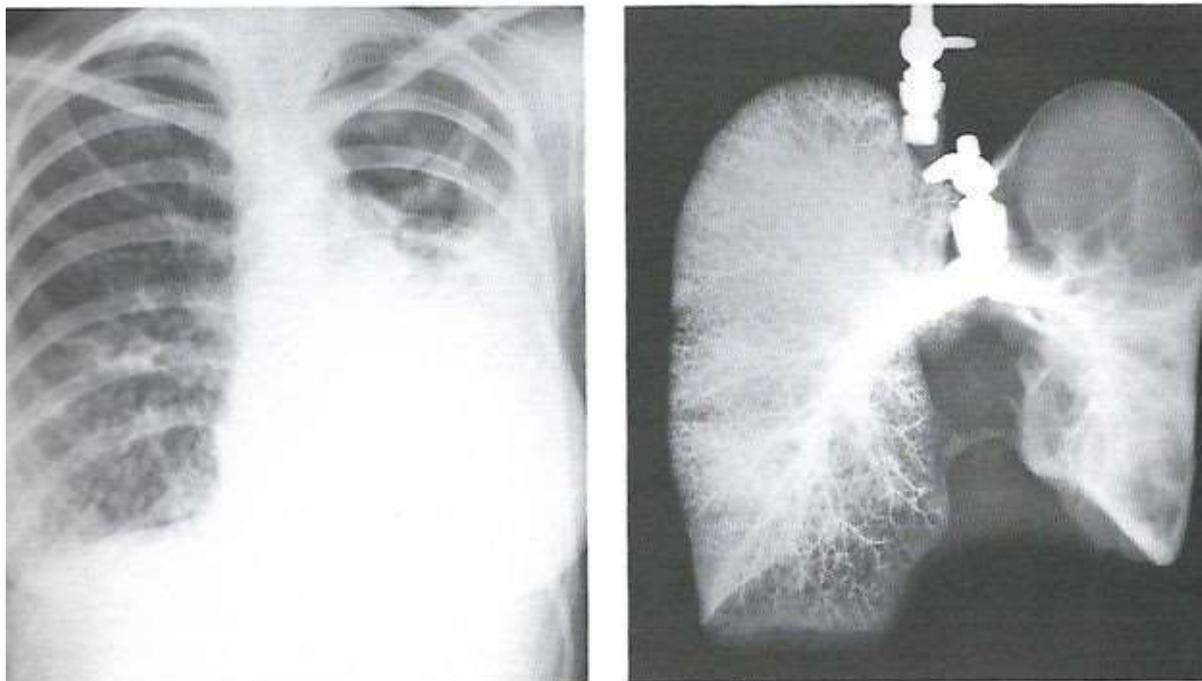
Em E, é observável uma grande cavitação substituindo o lobo superior, devido a ausência de vasos pulmonares. O perfil diafragmático esquerdo e o perfil do bordo cardíaco esquerdo desaparecem, indicando consolidação, e existe nova disseminação da doença ao pulmão direito. Algum derrame pleural a esquerda não pode ser excluído. F é uma radiografia do espécime post-mortem dos dois pulmões insuflados com ar , cujos vasos foram injetados com uma substância opaca.
